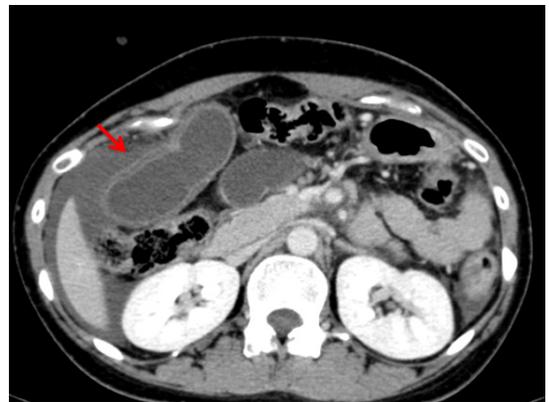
口径移行帯にはさまれた領域の腸管は肥厚し、濃染低下を認める。(矢印) CTにて確定診断に至った。
